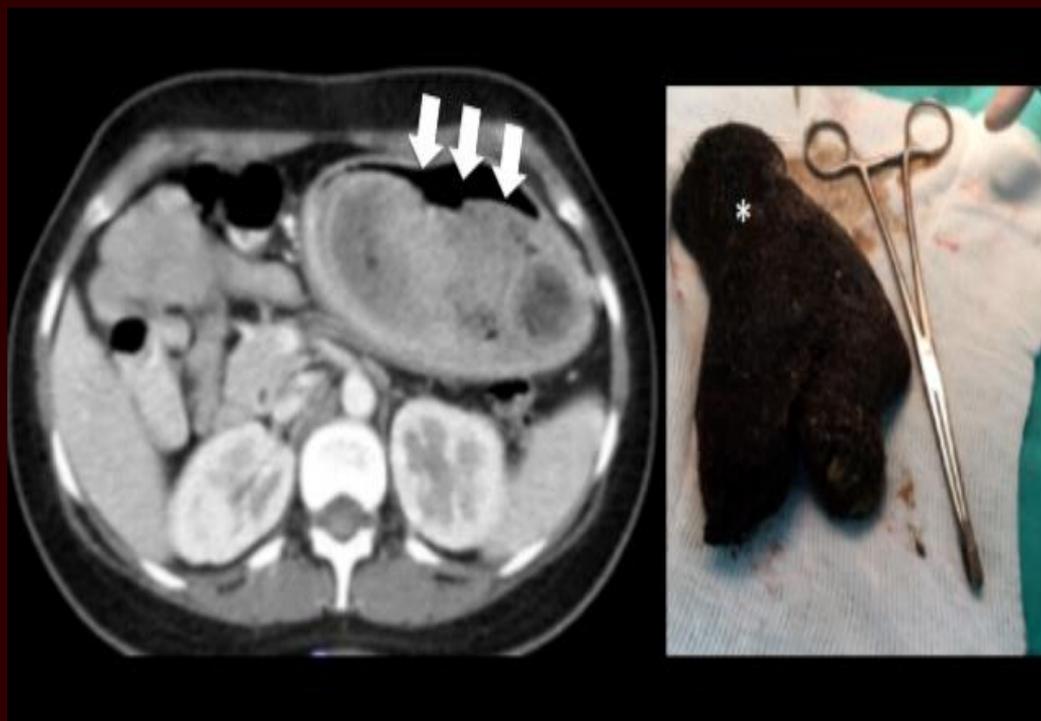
Corte axial de TC donde se observa una gran masa de material heterogéneo en el estómago. La cirugía encontró un tricobezoar en el estómago (asterisco). Síndrome de Rapunzel.
